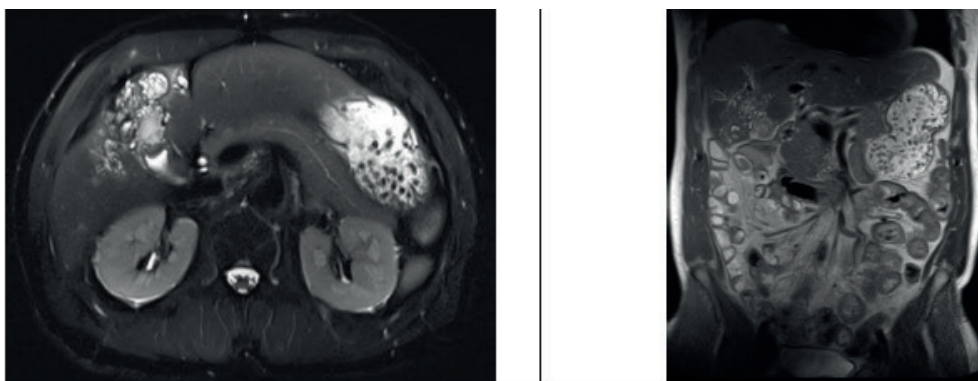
IRM abdominale révélant une masse hépatique kystique multicloisonnée de 45 x 83 x 48 mm
